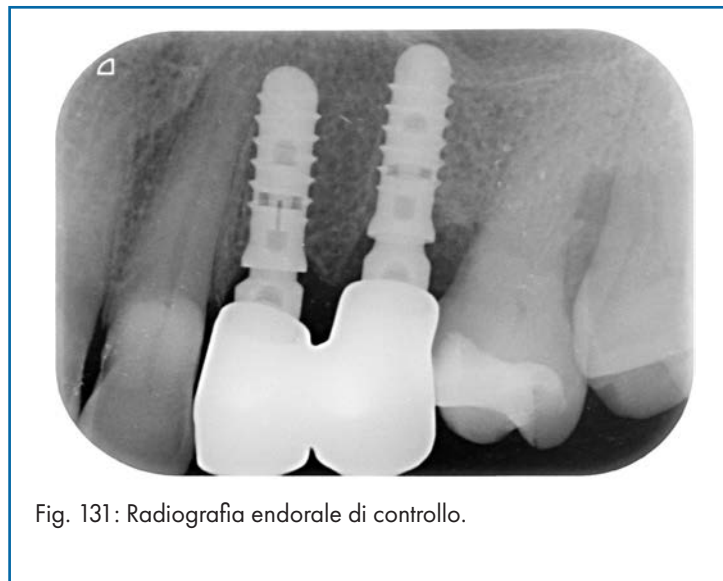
Radiografia endorale di controllo.
